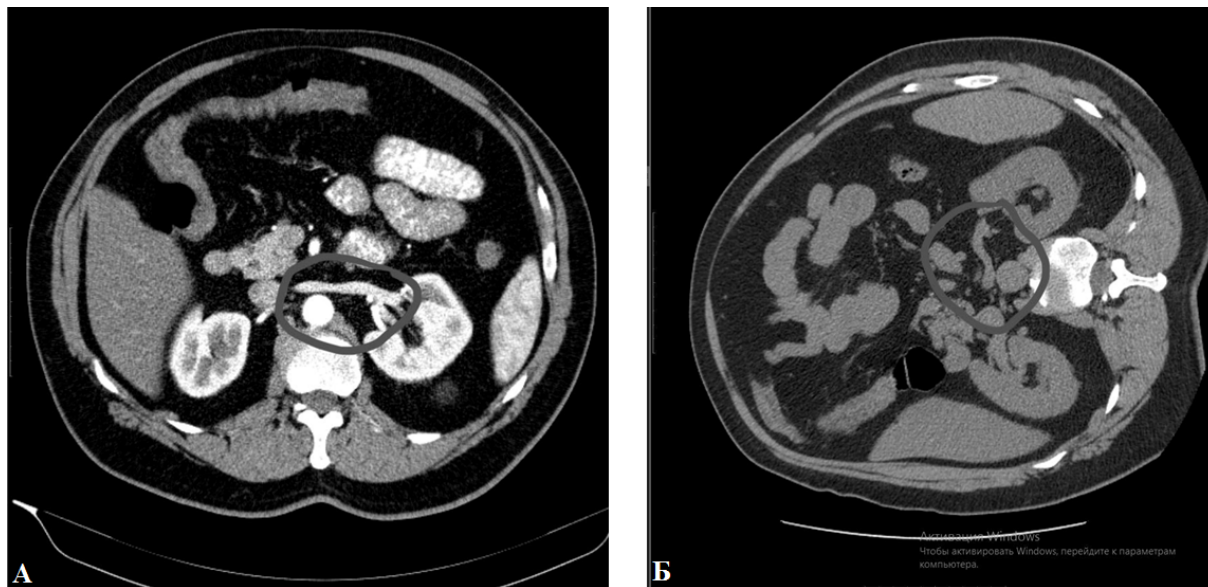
Аксиальная томограмма на уровне ворот левой почки. А – положение на спине, Б – положение на боку. Изменение хода сосудов почечной ножки в латеральном положении.
